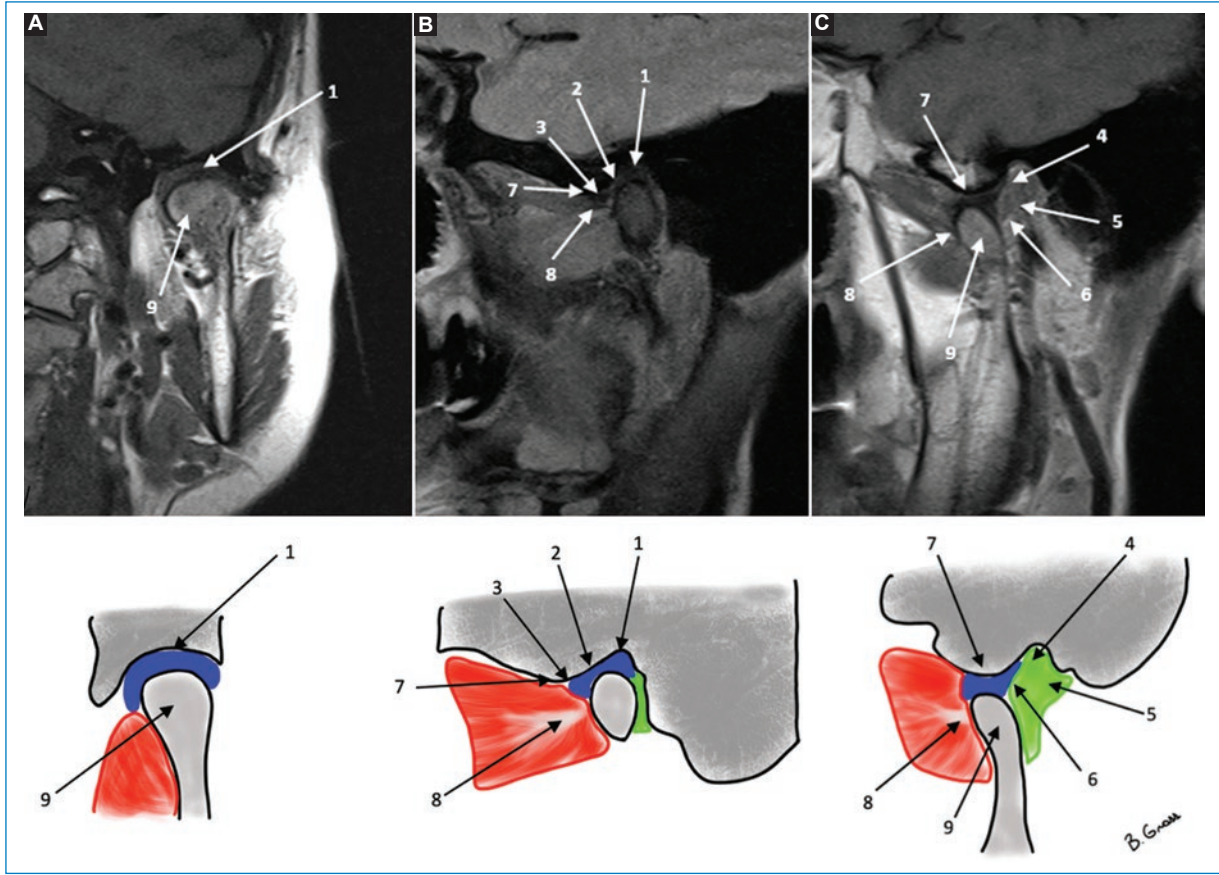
Anatomía por resonancia magnética de la articulación temporomandibular. Coronal oblicuo en boca cerrada (A) y sagitales oblicuos (B y C) en boca cerrada (B) y boca abierta (C). Nótese la morfología bicóncava del disco, su posición y traslación-rotación que ocurre con la apertura bucal. 1: banda posterior del disco; 2: zona intermedia del disco; 3: banda anterior del disco; 4: zona retrodiscal superior; 5: tejido neurovascular; 6: capa retrodiscal inferior; 7: eminencia articular; 8: tendón del músculo pterigoideo lateral; 9: cóndilo mandibular.
